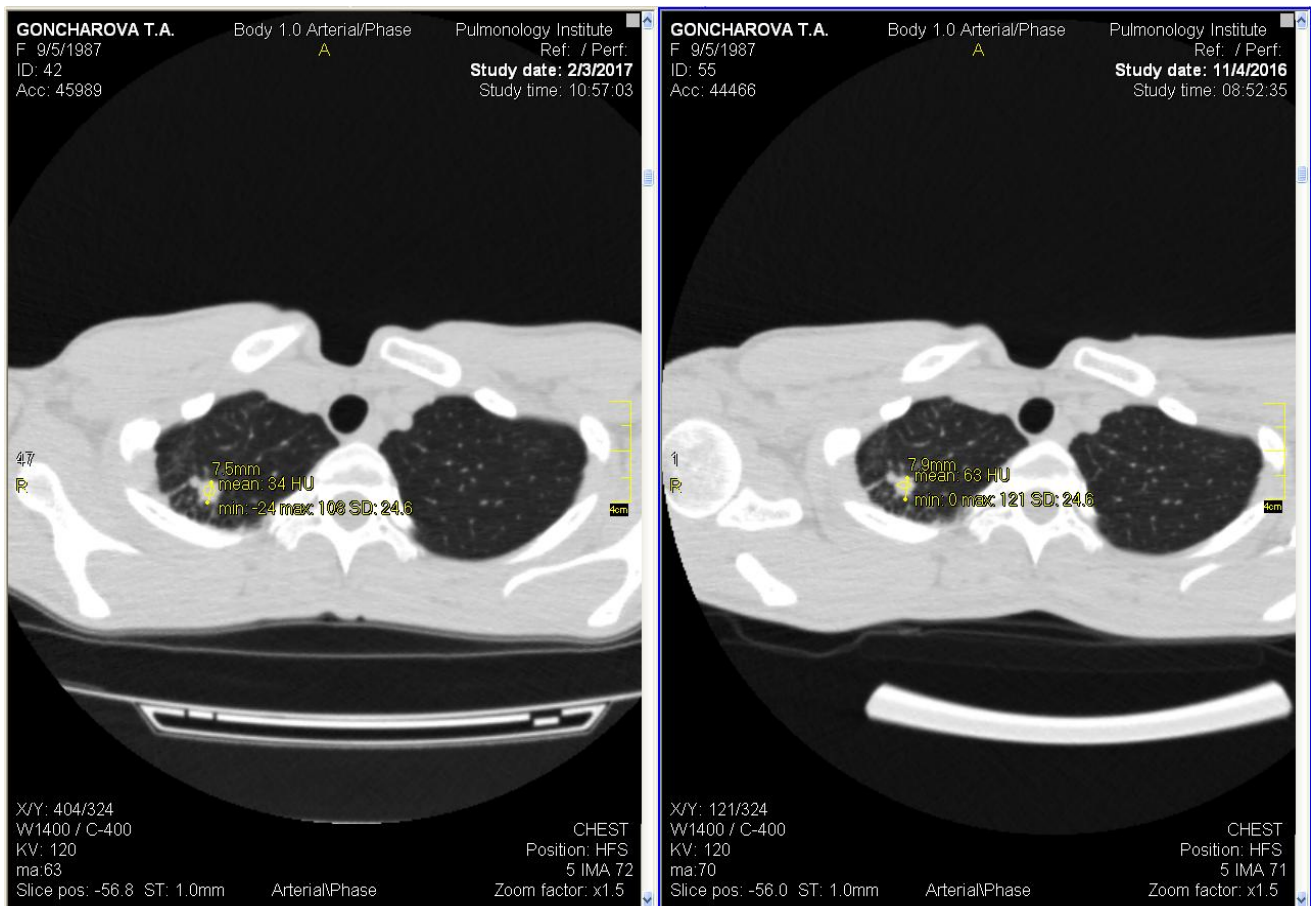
8. Аксіальні зрізи КТ ОГП хворої Г. Зправа – вихідне обстеження, зліва – контроль після завершення інтенсивної фази лікування.
